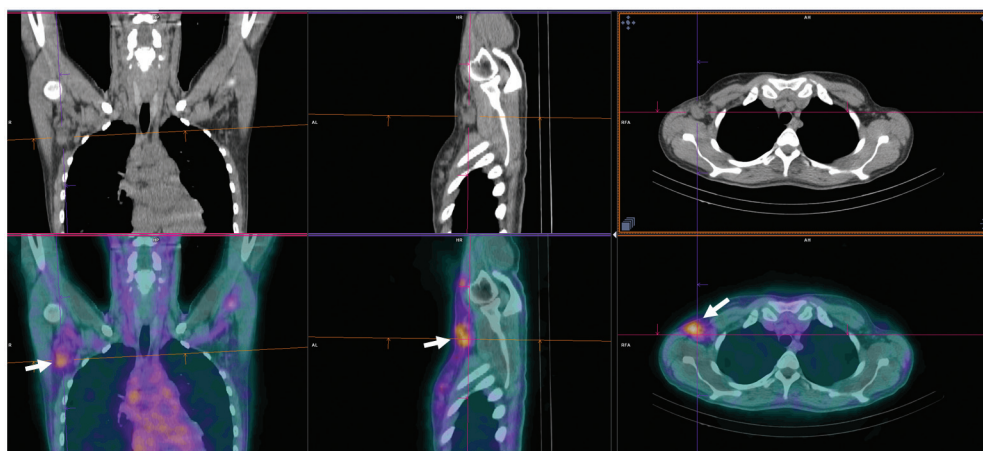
ОФЭКТ/КТ пациента с лимфомой Ходжкина после введения ^{99m}Tc -1-тио-D-глюкозы: высокий уровень накопления индикатора в правой аксиллярной области (стрелки)
